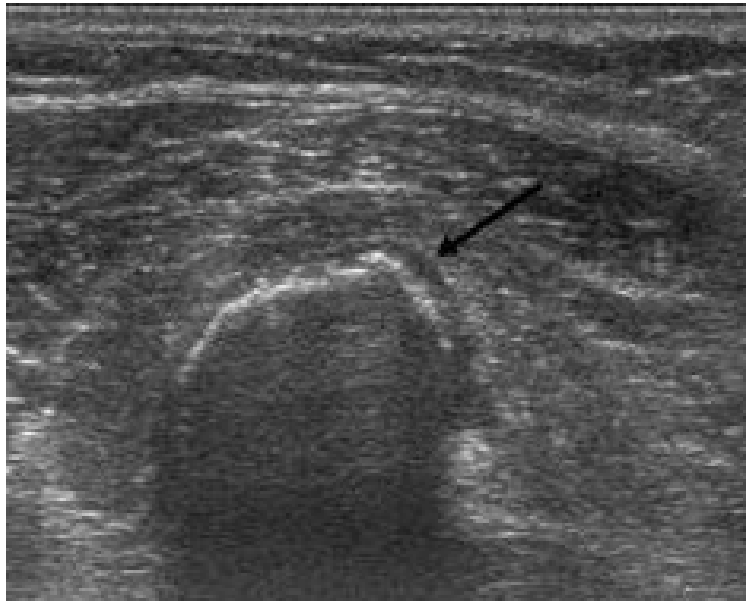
étude de la coiffe cartilagineuse en échographie [26]
